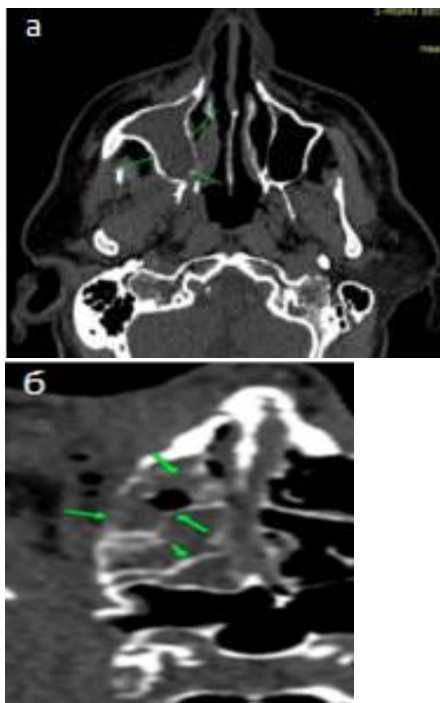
(а,б) КТ лицевого скелета больного А., аксиальная проекция на 95 сутки заболевания: а – стрелками показана деструкция стенок правой гайморовой пазухи за счёт остеомиелита, пазуха субтотально заполнена утолщенной слизистой, широко сообщается с полостью носа, определяется инфильтрация клетчатки лица, справа; б – стрелками показана деструкция ячеек решетчатой кости.
